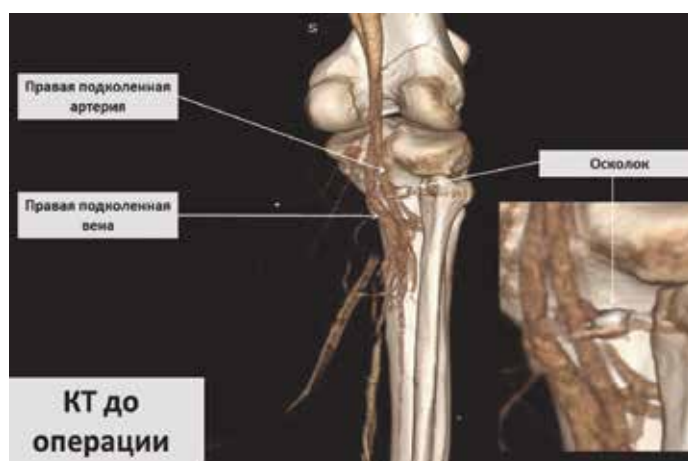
3D-МСКТ до оперативного вмешательства
